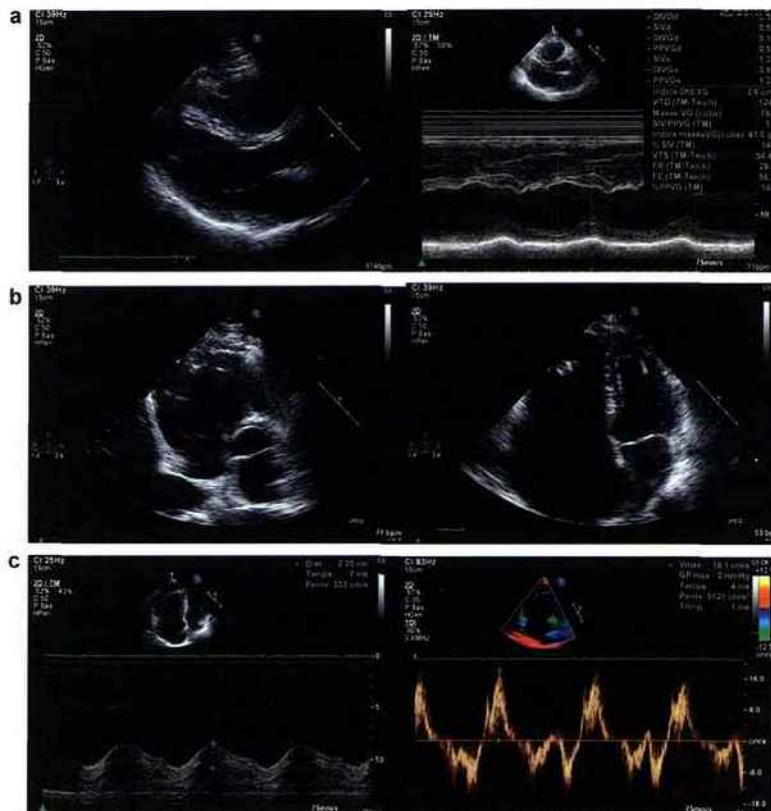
Échographie transthoracique : a : grand axe parasternal gauche : 2D et TM ; b : petit axe parasternal gauche et vue apicale 4 cavités ; c : vue apicale 4 cavités : TAPSE et DTI paroi latérale VD.
